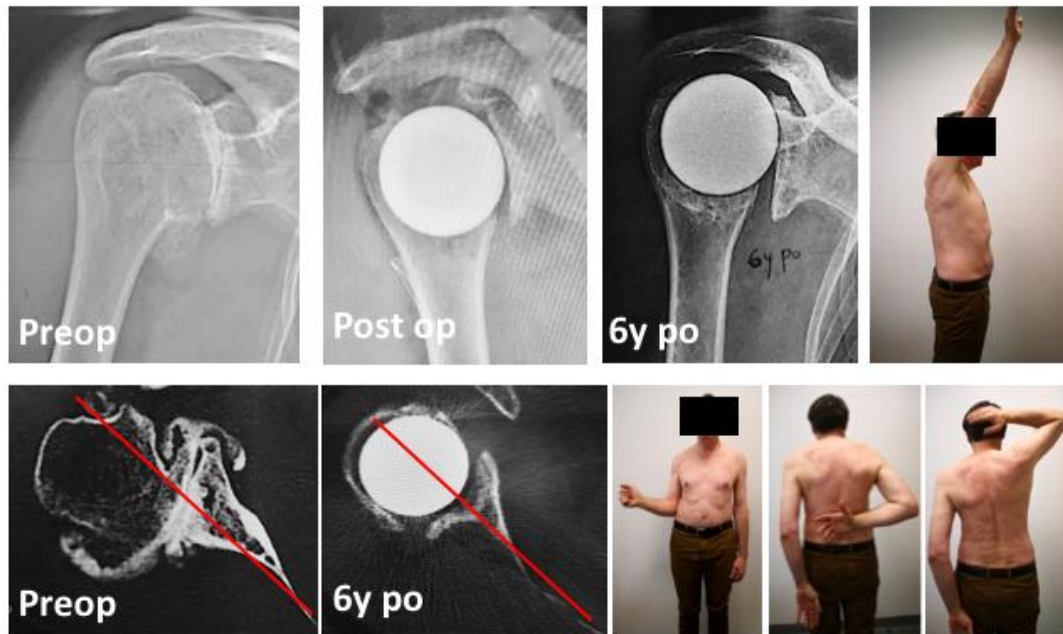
Example of PISA with concentric glenoid reaming in a 56 yo patient with primary OA and Walch type-B2 glenoid. Postoperative AP radiographs show superior bony erosion on the glenoid side and bone densification on the humeral side. At 6 years follow up, CT-scan images show that the humeral head is still re-centered. Clinically, the patient is painfree and has excellent range of active motion.
